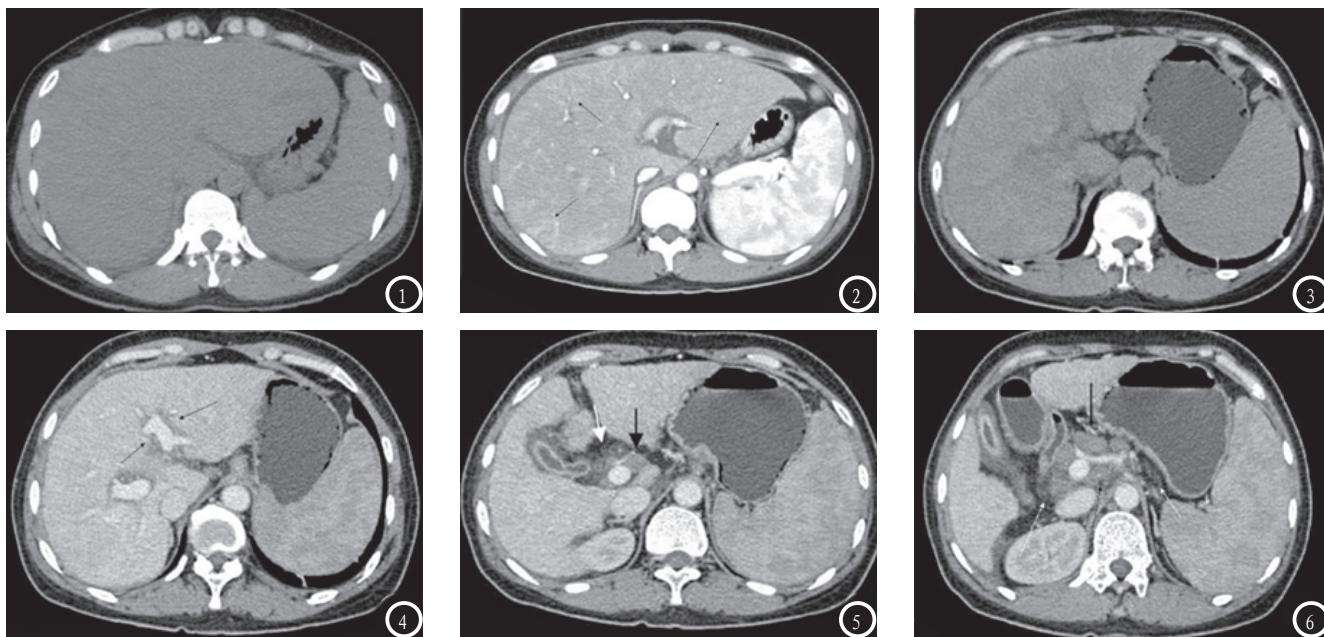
2 CT平扫显示肝脏,其脾脏的体积偏大,肝实质密度广泛降低,脾脏周围有少量的积液。图2门脉期显示肝实质的强化密度不是十分均匀,可以看见许多斑片状稍高密度区。图3, 4 CT显示患者肝实质密度广泛降低,脾脏体积增大。门脉期可见肝实质密度强化不均匀,门静脉周围有环状的低密度带。图5, 6 门脉期可见患者胆壁增厚,肝门区及肝胃间的间隙有淋巴结肿大迹象,强化不明显,肝肾隐窝有少量的积液。
